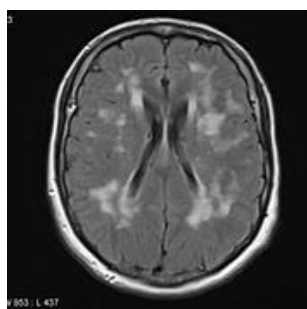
Image IRM du CADASIL
